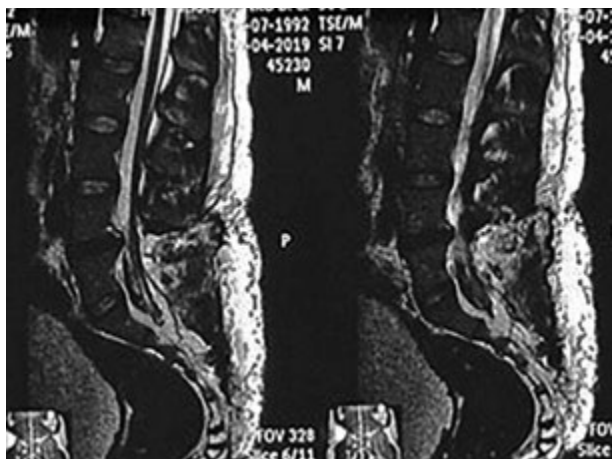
МРТ у Т2-режимі. Спинний мозок розташований на рівні S1, відсутня його фіксація
